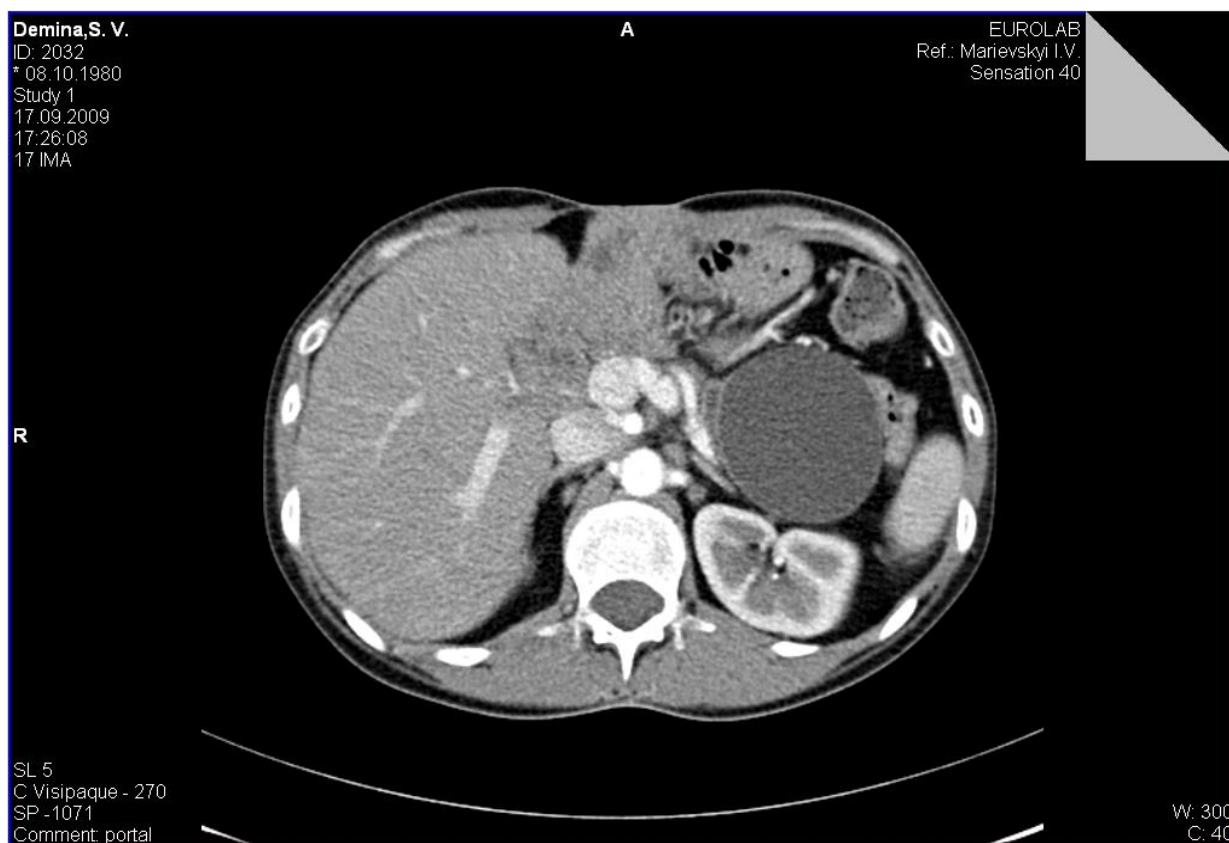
МСКТ. Кістозна трансформація кукси ПЗ після ПДР:
